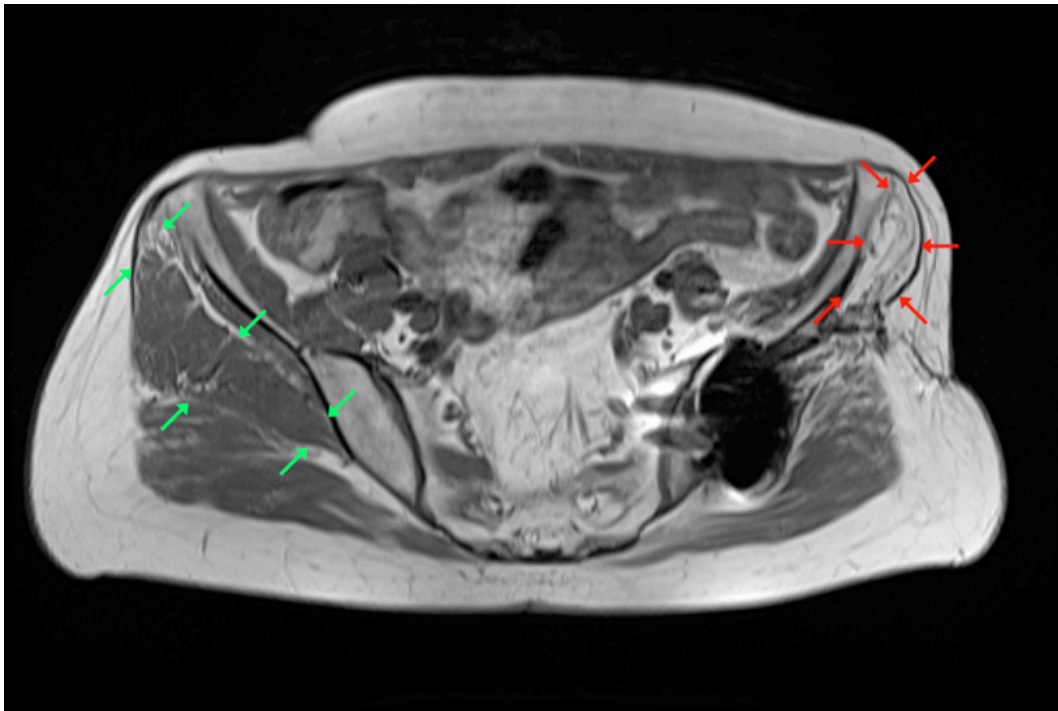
T1-gewichtete, axiale MRT-Aufnahme eines Patienten mit Hüftabduktoreninsuffizienz links bei Zustand nach fünftem Revisionseingriff am linken Hüftgelenk. Es ist eine ausgeprägte fettige Degeneration des linken GM (rote Pfeile) zu erkennen. Die nichtoperierte Gegenseite (grüne Pfeile) zeigt einen GM im nativen Zustand, welcher voluminöser und hypointens imponiert.
